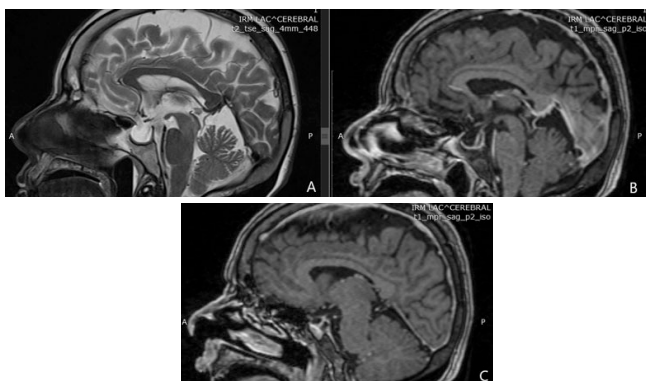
A, B et C: IRM en coupes sagittales en séquence T2 (A): selle turcique vide en hypersignal, IRM en coupe sagittales séquence T1 (B, C): hypophyse refoulée avec persistance d'un hypersignal T1 spontané correspondant à la post-hypophyse et à sa tige (flèches).
